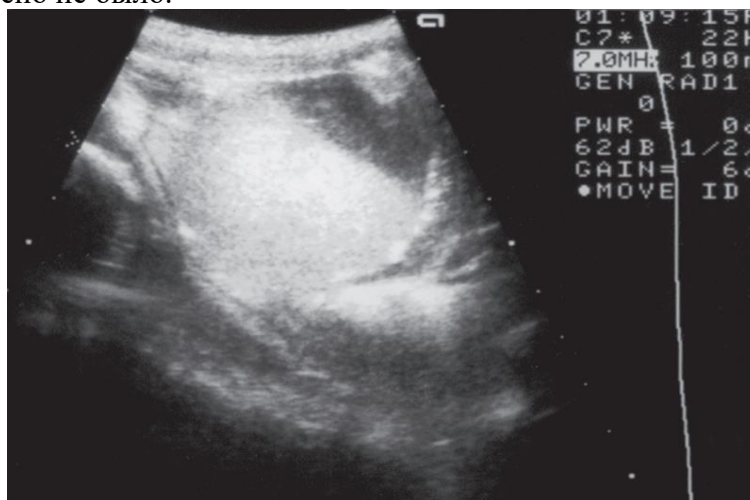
УЗИ органов малого таза ребенка С., 8 дней фолликулярная киста яичника с жидкостным содержимым
